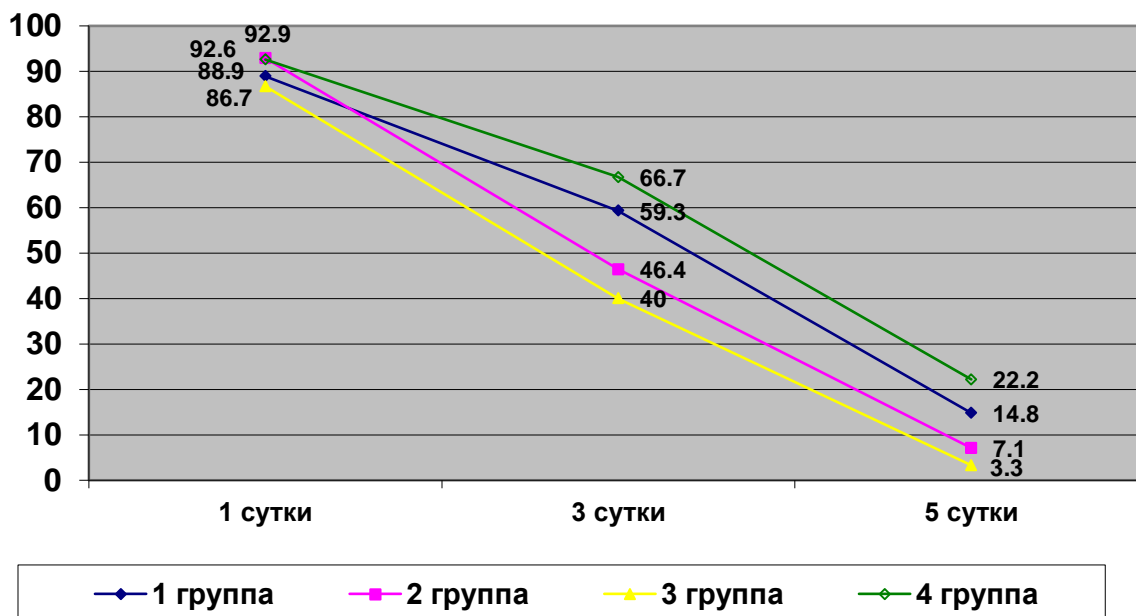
Динамика уменьшения выраженности изменения ЧЛС в исследуемых группах по данным УЗИ почек.
